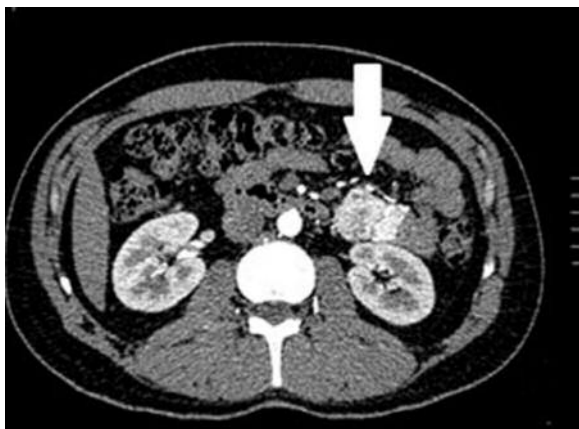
Angio-TC: corte transversal donde se observa lesión hipercaptante de bordes irregulares bien delimitados dependiente de intestino delgado a nivel de yeyuno proximal.
